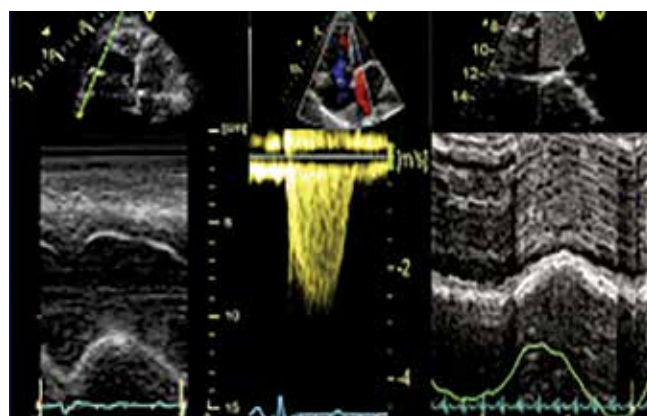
Эхокардиограмма оценки правожелудочково-артериального сопряжения
